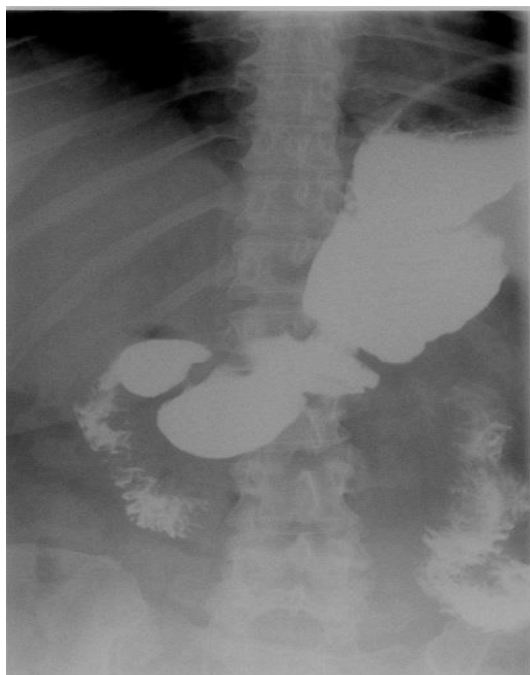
Рентгенография пищевода и желудка с контрастированием через 1 год после лапароскопической гастропликации с антирефлюксным компонентом у пациента Б, 48 лет, I группа. Контрастирован желудок в виде трубки. Перистальтика сохранена.
